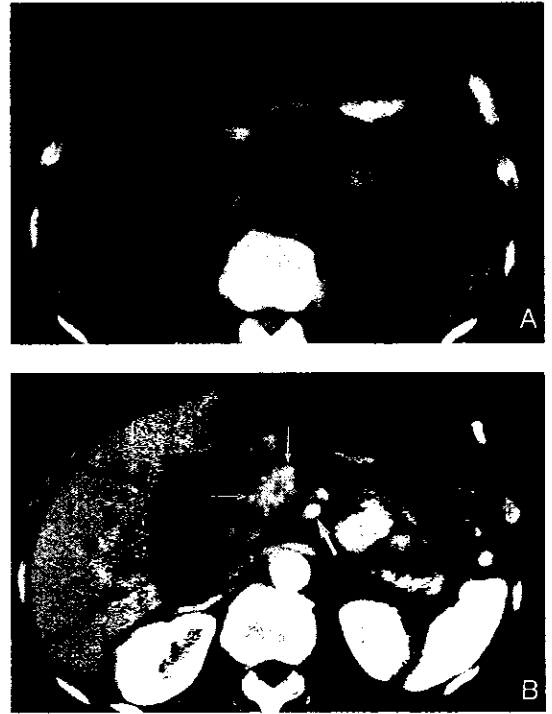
췌장선암(adenocarcinoma of pancreas) 환자로 조영제 주입전(A)에는 인지하기 어려웠던 구상돌기에 위치한 종양(화살촉)이 정맥을 통한 조영제 주입후 45초경에 얻은 나선식 CT 영상(B)에서 상장간막정맥(붉은 화살표)과 정상적인 췌장두부(가는 화살표들)와 잘 구별되어 보인다.
